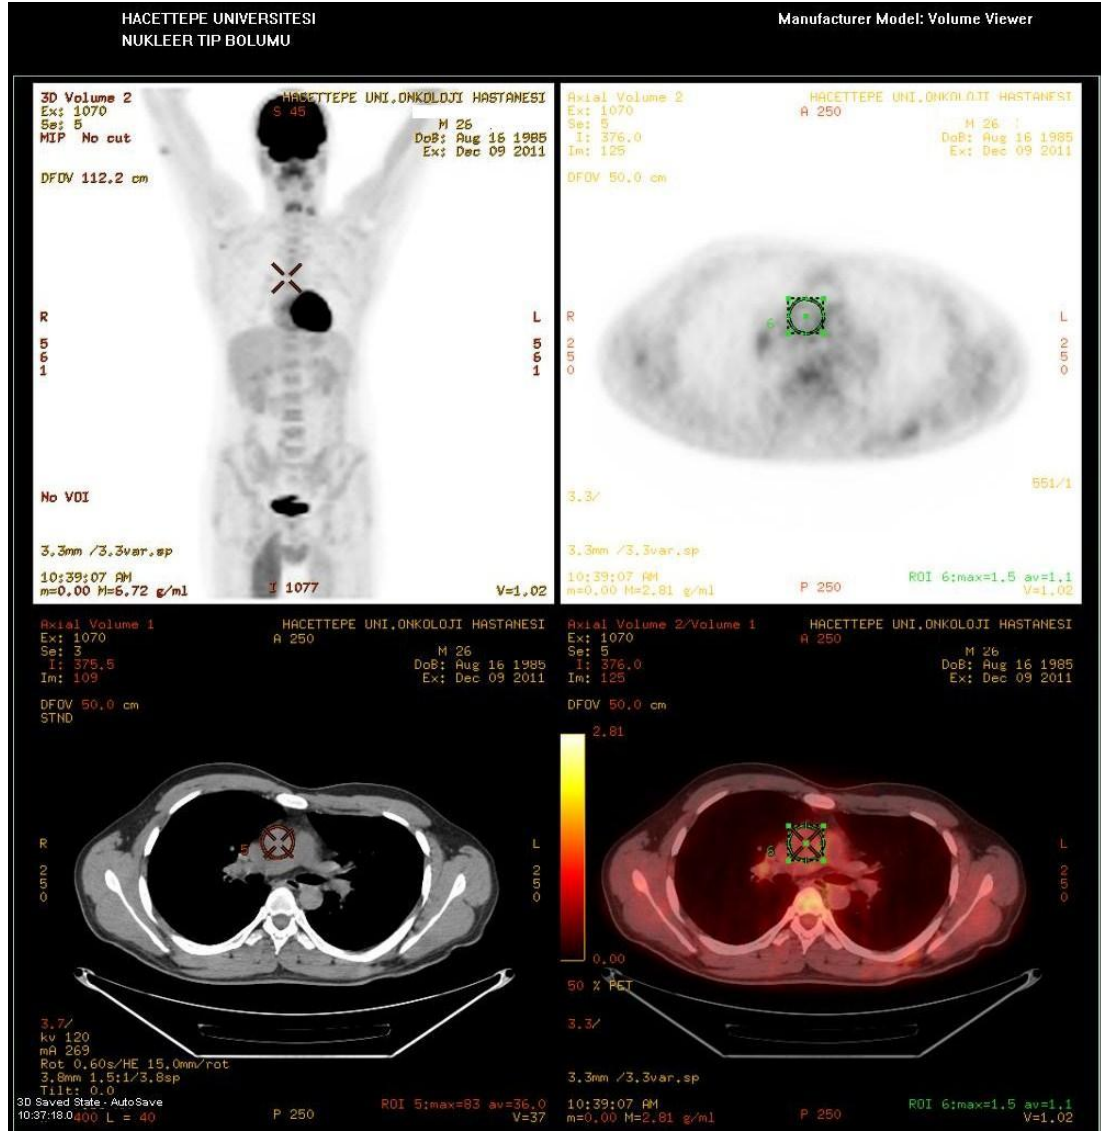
B: Mediastenden ana damarlardan alınan ölçümde  $SUV_{bw}$  1,5,  $SUV_{lbm}$  1,0 olarak hesaplandı. Benzer ROI dan elde edilen dansite ise 34,9 HU olarak bulundu.
